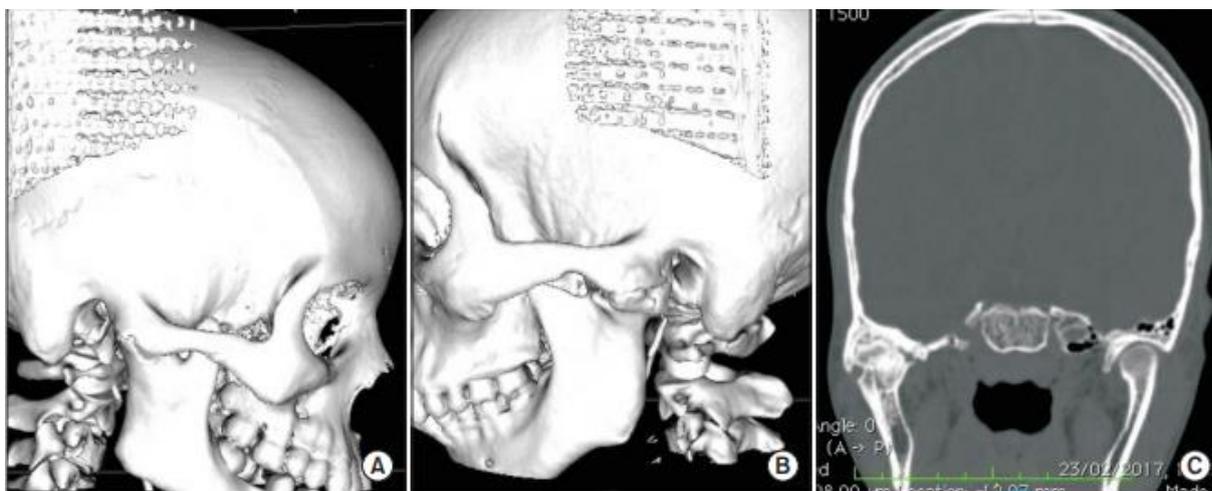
TDM COUPE CORONALE MONTRANT UNE ANKYLOSE BILATERALE DE L'ATM.[50]
